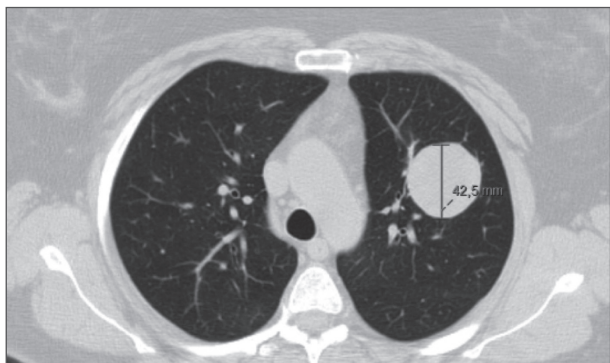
TAC pulmonar evidenciando a presença de lesões metastáticas.
